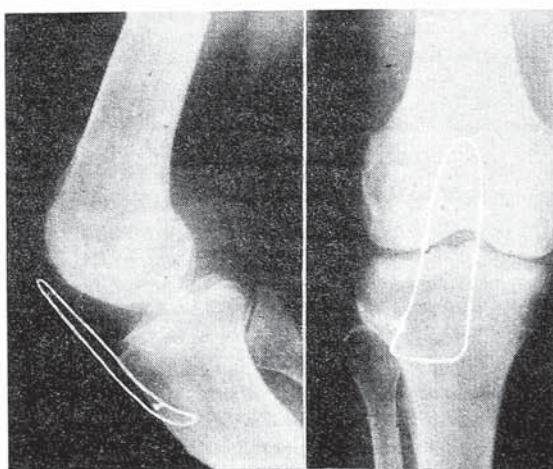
Рентгенограмма коленного сустава после пателлэктомии с блокированием.
